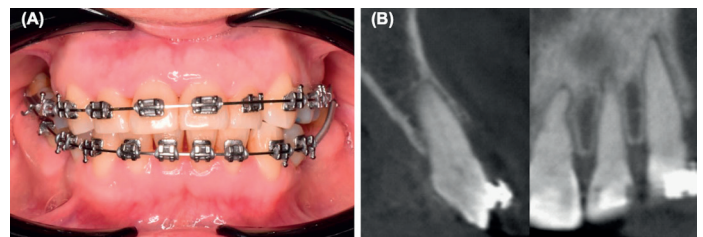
Six months after diagnosing TAB in tooth 22 and releasing orthodontic forces. (A) Further improvement in the cervical discoloration is noted, with the tooth regaining a coloration closer to its initial appearance. (B) CBCT showed a significant reduction in the widening of the periodontal space at the apex, with notable improvement compared to the initial scan.
